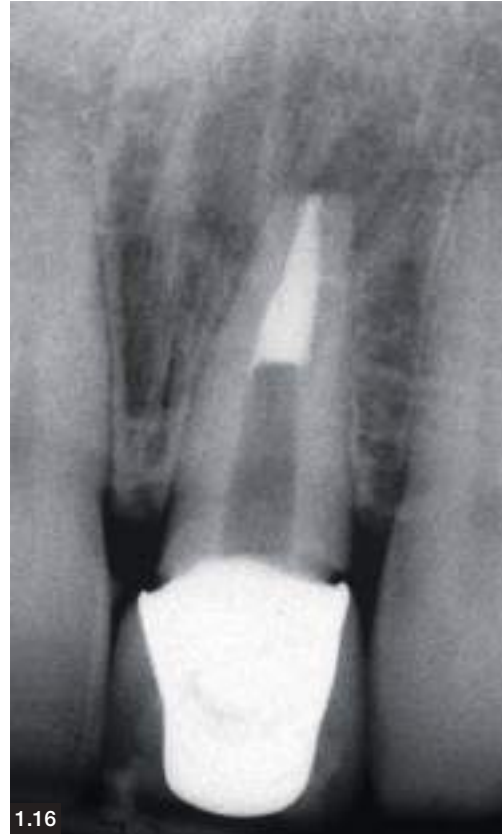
Tipica situazione di patologia periapicale secondaria a trattamento endodontico non corretto; si noti la scarsa congruenza tra lume canalare e materiale da riempimento a livello apicale.
